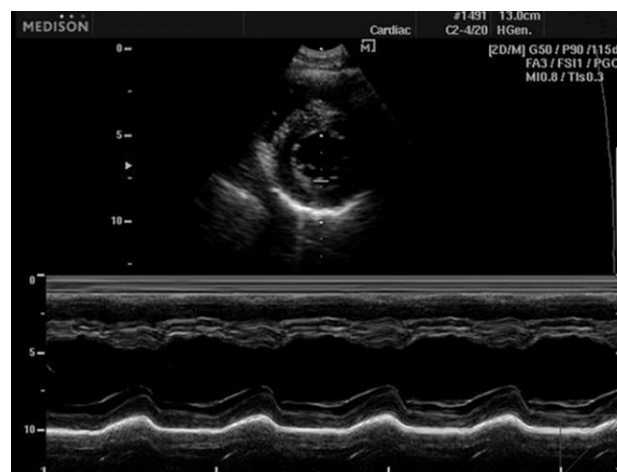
O traçado em Modo M apresentado na parte inferior da imagem representa a varredura feita na posição indicada pela linha tracejada no centro da imagem, representando as interfaces ecogênicas do tecido estudado. (Fonte: <https://www.medison.ru/ultrasound>)
